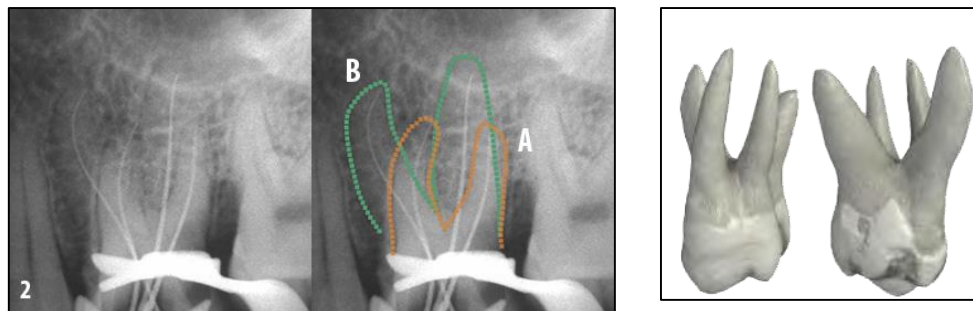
Izquierda: Radiografía periapical: A, raíz palatina. B, raíz mesiovestibular y distovestibular fusionadas. Derecha: Modelo 3D realizado a partir de CBCT de Primer molar superior con dos raíces palatinas.
